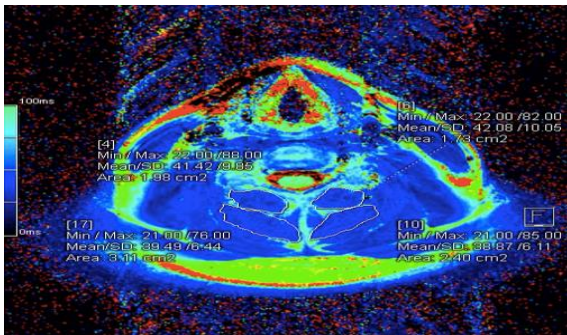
d. MRI results after vibration.
